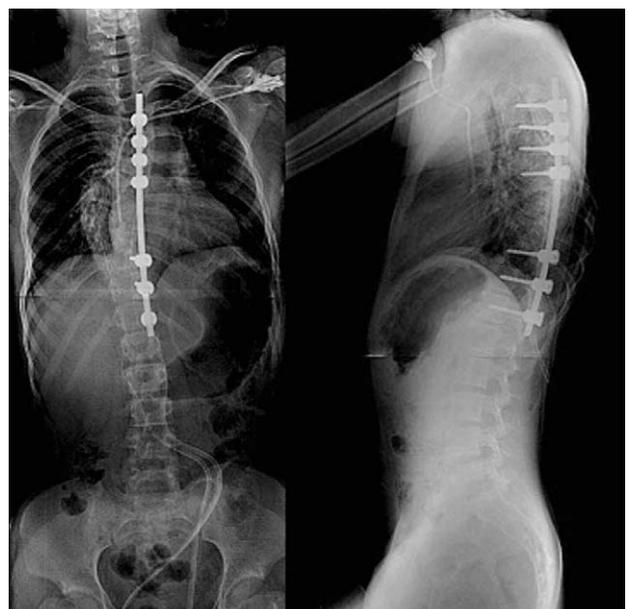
Postoperative anteroposterior and lateral plain radiographs show scoliosis correction in neurofibromatosis patient.
